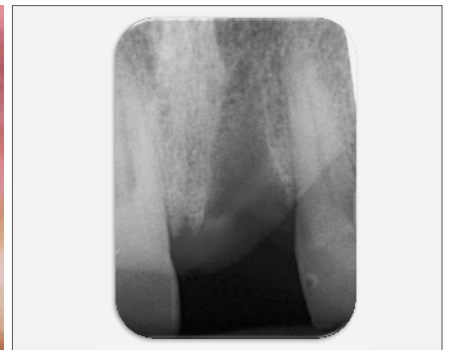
Periapikale Röntgenaufnahme vier Wochen nach der Extraktion
